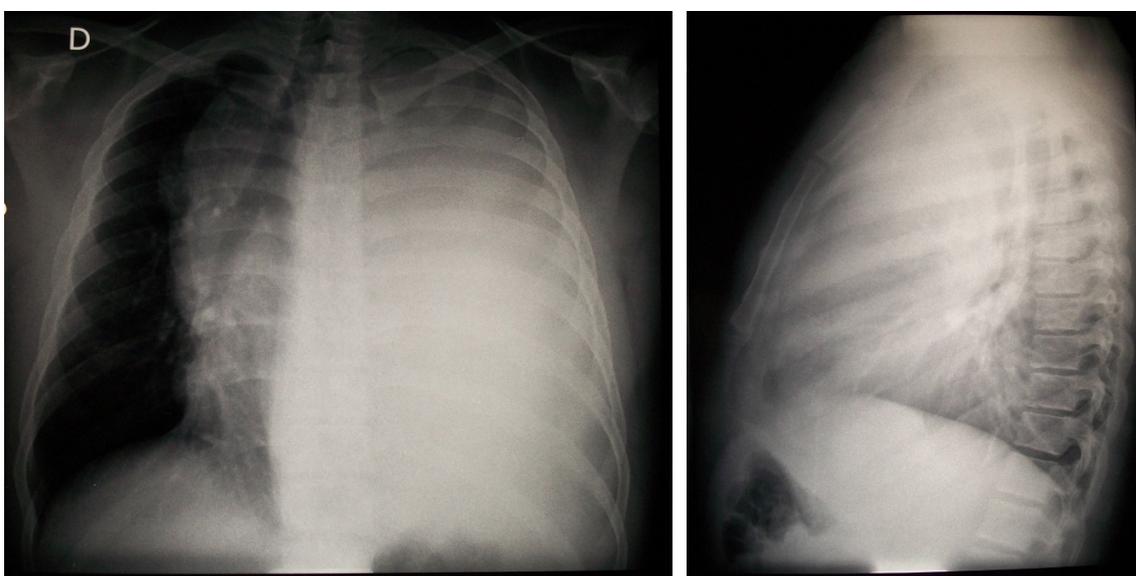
Radiografia de tórax: massa mediastinal, derrame pleural em HTX E e desvio de traqueia contralateral.
